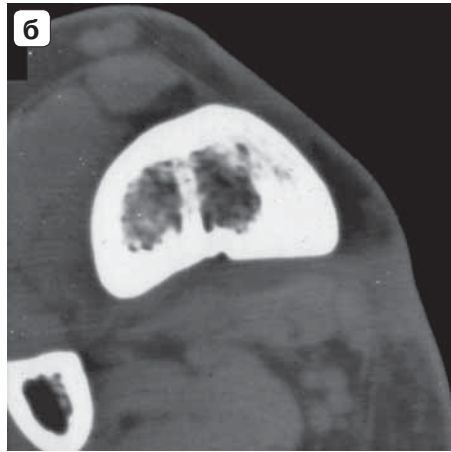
Рентгенограмма бедренной кости (а), КТ-фистулограммы (б–г). Распространенный гиперостоз и остеосклероз бедренной кости, следы контрастного вещества в мягких тканях после рентгеновской фистулографии (а). Свищевой ход распространяется от уровня свищевого отверстия (б) проксимально, окружает циркулярно бедренную кость (в), направляясь по переднемедиальной поверхности бедра дистально (г).
